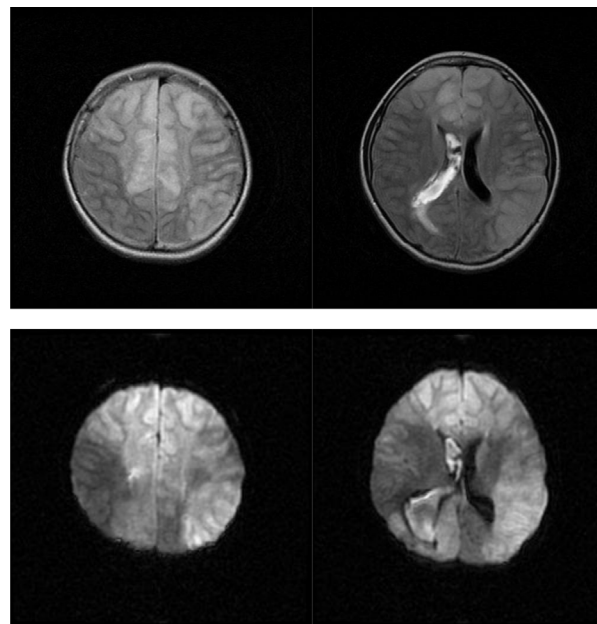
RM cerebral décimo día de ingreso. Arriba: secuencias FLAIR. Abajo: difusión. Afectación predominantemente cortical difusa y bilateral con marcado engrosamiento e hiperseñal T2, con restricción de difusión; pérdida de los espacios de LCR con colapso de los surcos de la convexidad de forma generalizada; hematoma en sistema ventricular derecho.
